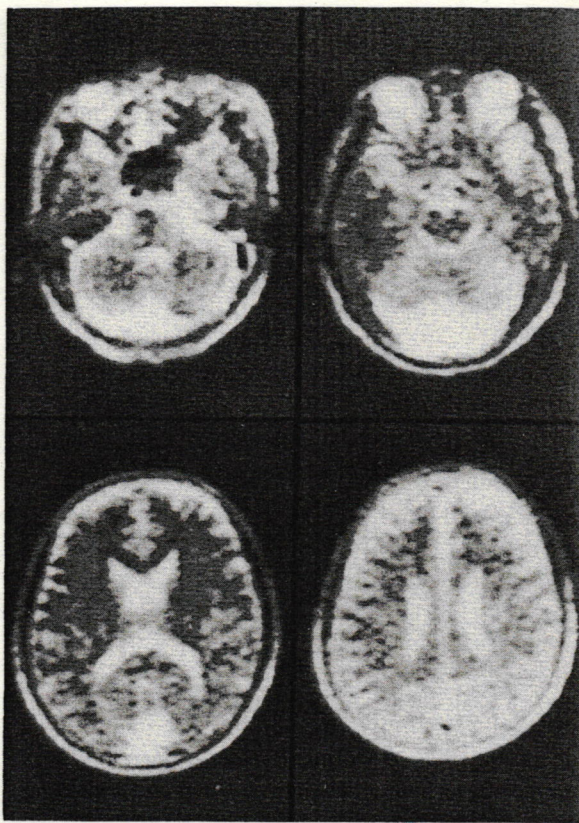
入院後21日目に施行した頭部MRIのT2強調画像 (SE 2000/150) であるが、頭部CTと同様に arachnoid cyst による病巣が高信号域として認められたが、他に異常は認めなかった。
